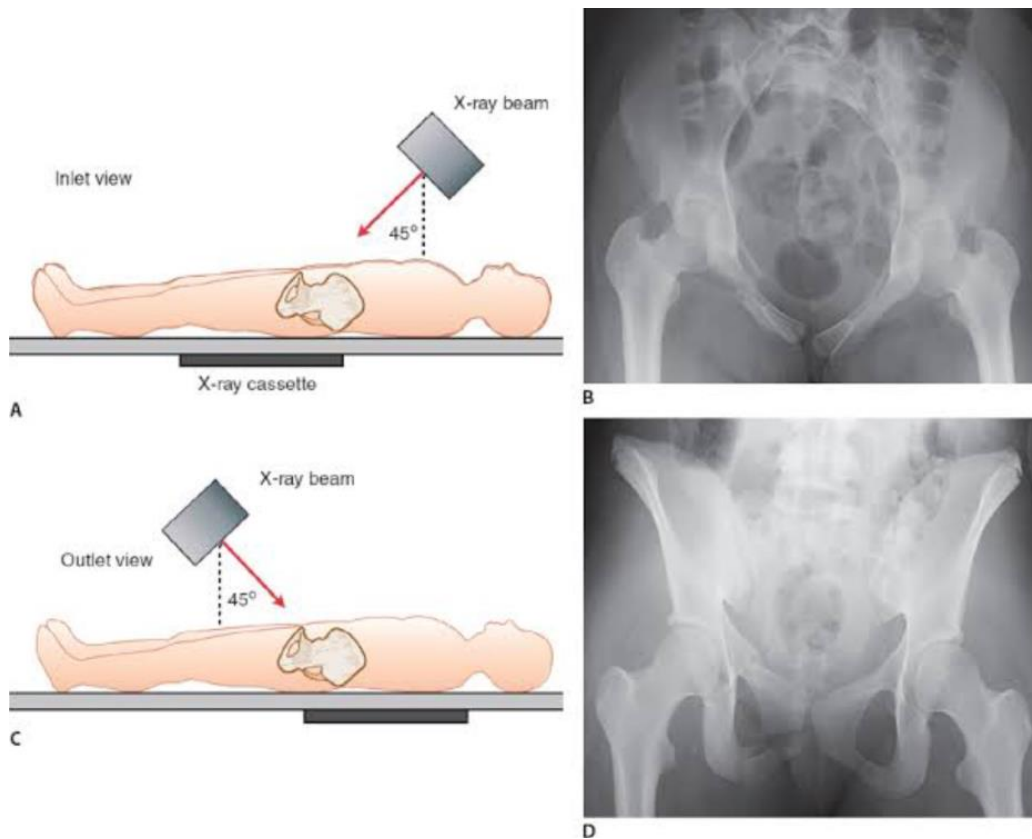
ภาพ X-ray Pelvis inlet view และ outlet view
